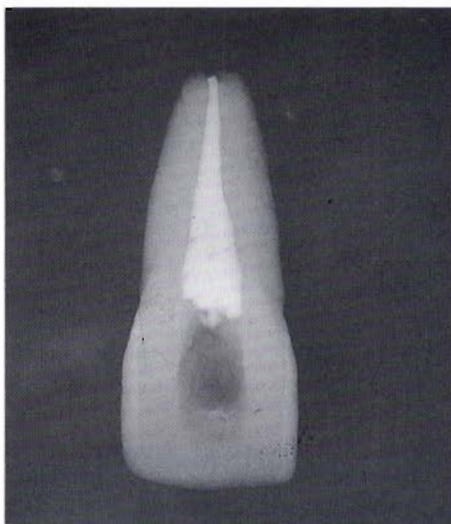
Incisivo centrale superiore; aspetto radiografico dell'otturazione.
